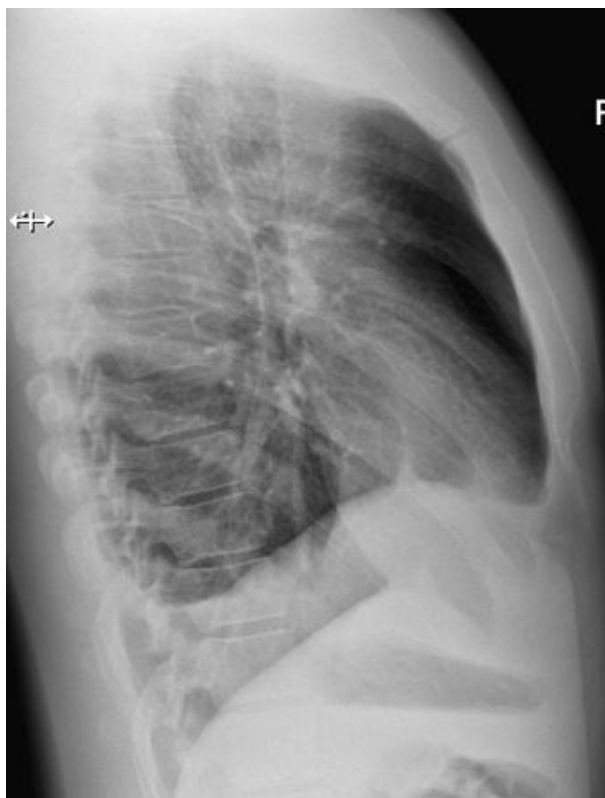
Боковая рентгенограмма. Тот же пациент
